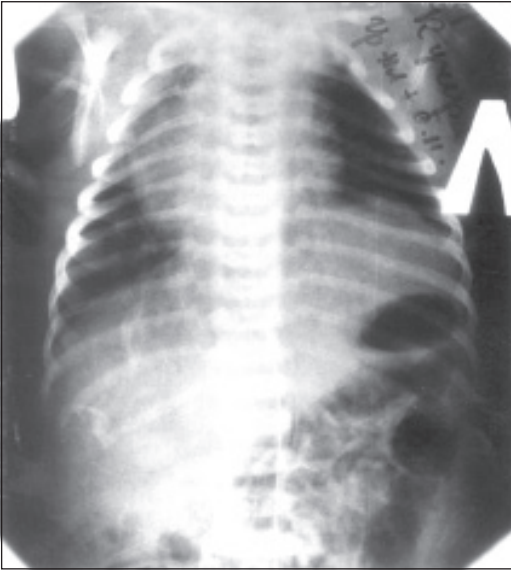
Рентгенограмма новорожденного ребенка. Родовая травма диафрагмального нерва, парез диафрагмы слева
